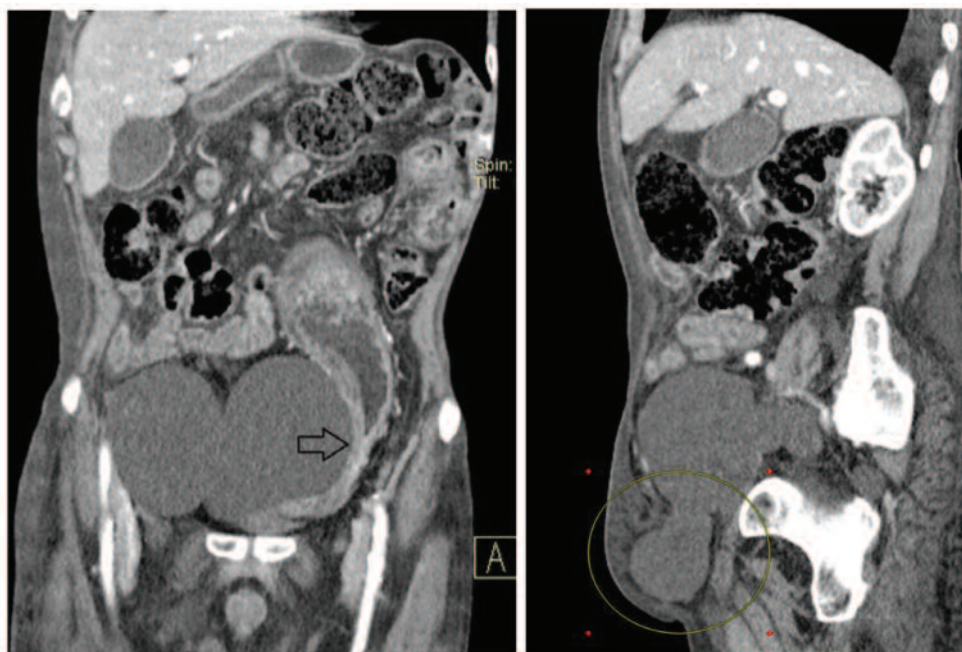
На коронарном КТ-скане видна резкая компрессия сигмовидной кишки образованием с признаками частичной кишечной непроходимости (стрелка). На парасагитальном КТ-скане определяется выпячивание части образования в правый паховый канал (круг) без признаков ущемления
